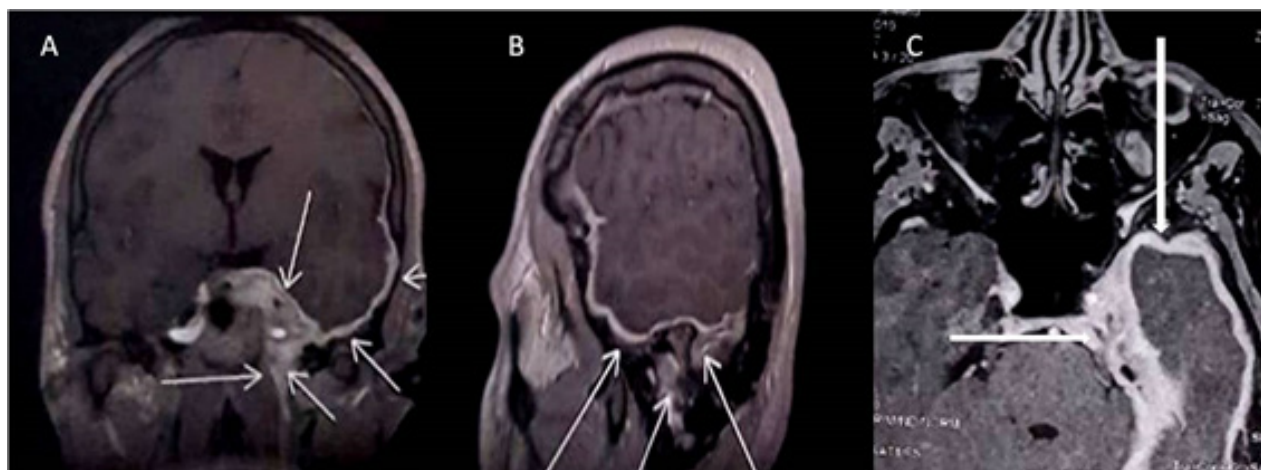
Brain magnetic resonance imaging (A: Coronal; B: Sagittal; C: Axial) gadolinium enhanced T1-WI revealing thickened and contrast-enhanced dura of the left tentorium cerebelli, temporal area and cavernous sinus, including the left optic nerve (arrows).
